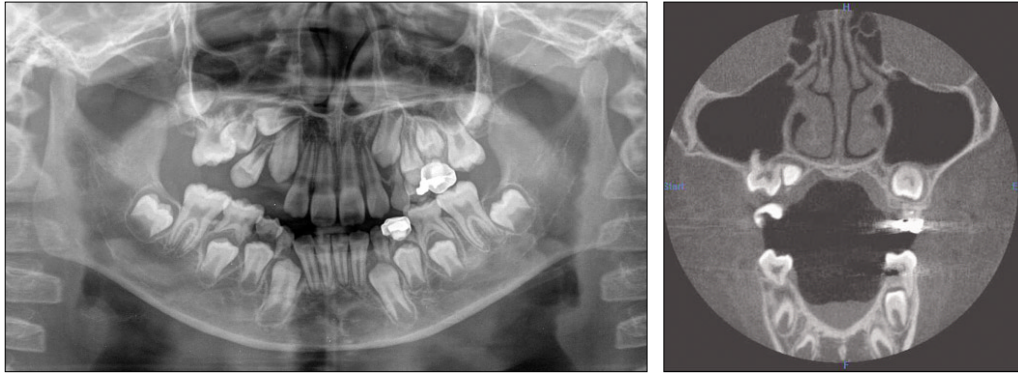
Initial panoramic and coronal CT views showing root of right upper second primary molar extending to the right maxillary sinus.
